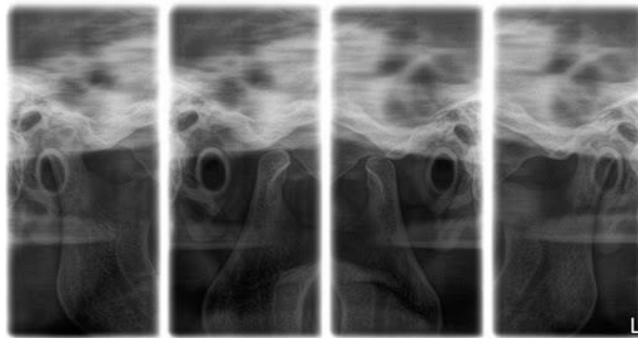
Radiografía de ATM. A boca abierta y boca cerrada
